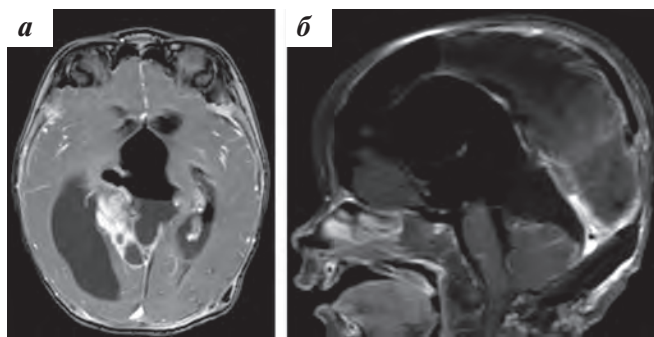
МРТ с контрастированием в режиме T1 в аксиальной (а) и сагиттальной (б) проекциях после субтотальной резекции опухоли. Наблюдается остаточная опухоль общими размерами 47 × 17 × 26 мм
